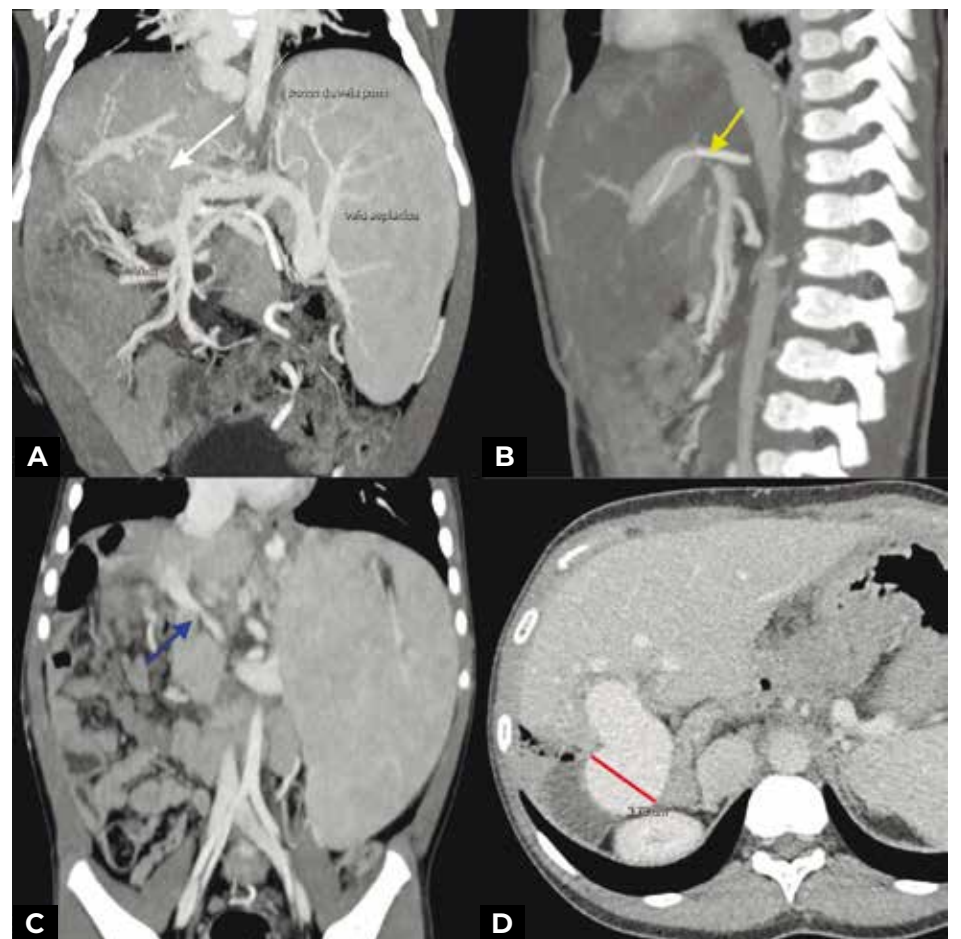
Complicações relacionadas a veia porta. A - Trombose: Reconstrução coronal de TC em fase portal demonstra trombose do tronco da veia porta (seta branca) com esplenomegalia e circulação colateral periesplênica e mesentérica, com reenchimento de ramos portais intra-hepáticos por colaterais. B - Estenose da anastomose portal: Reconstrução sagital de TC em fase portal demonstra acentuada estenose focal da anastomose da veia porta (seta amarela), sem sinais de trombose. C - Estenose da anastomose portal: Reconstrução coronal de TC em fase portal demonstra estenose focal da anastomose da veia porta (seta azul). D - Aneurisma da veia porta. Dilatação aneurismática da veia porta extra-hepática do enxerto (linha vermelha).
